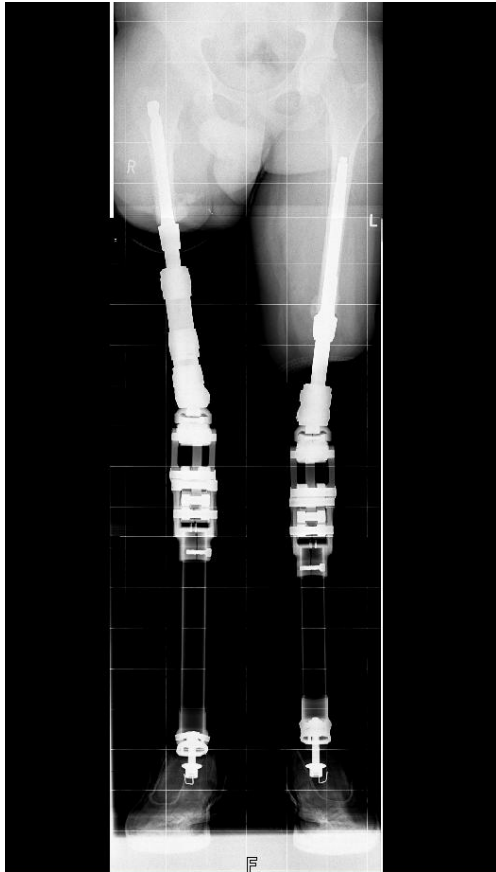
Röntgenbild eines beidseits amputierten Patienten. Alter 22 Jahre.(aus dem Archiv von Dr. H. Aschoff)
